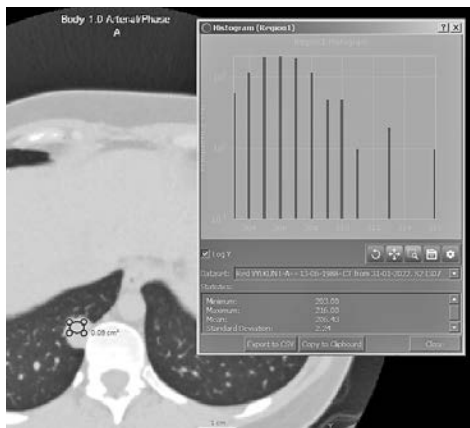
Гістограма аксіального зрізу КТ пацієнта В.
